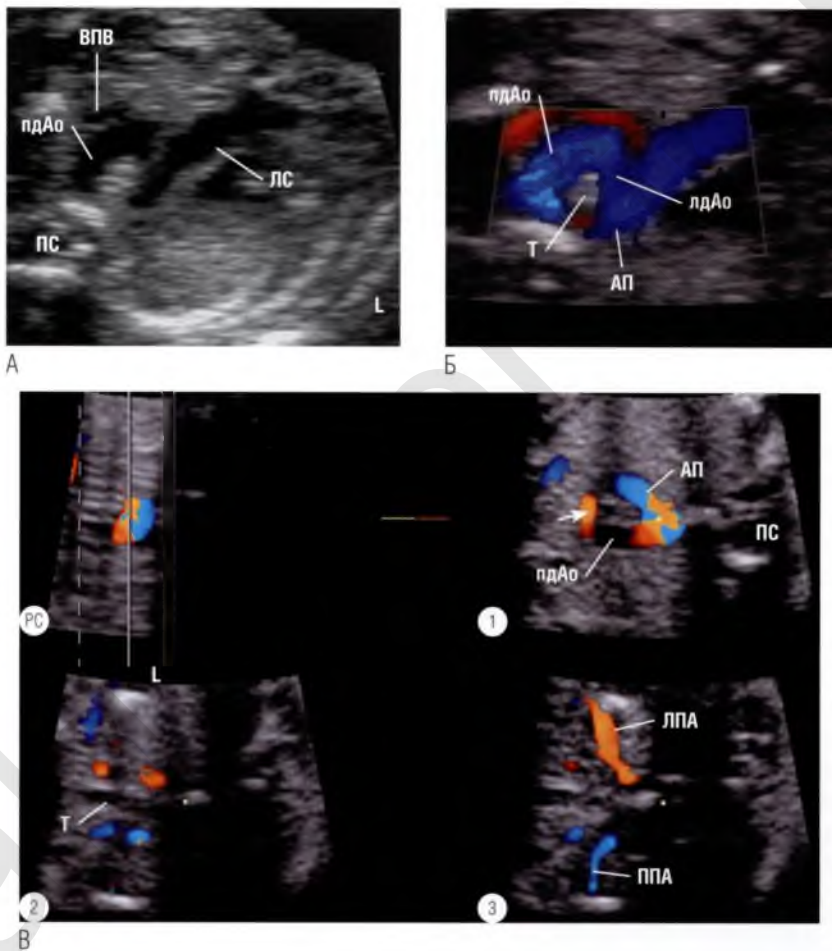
(А) Аорта имеет две дуги. Левая дуга аорты (лдАо) идет клпереди от трахеи (Т), правая дуга аорты (рдАо) огибает трахею справа. (Б) Обе дуги образуют в грудной клетке О-образную сосудистую структуру, которая может сдавливать трахею и пищевод у ребенка в дальнейшем. (В) Серия из трех параллельных томографических ультразвуковых срезов — идеальный инструмент для определения порядка отхождения ветвей от дуги аорты при ее патологии. На срезе ① правая дуга аорты видна на уровне артериального протока (АП). На этом уровне первая ветвь аорты (стрелка) проходит клпереди от трахеи справа налево. Выше от этого уровня ② симметрично отходят по разные стороны от трахеи две пары артерий. При таком варианте отхождения ветвей есть все основания подозревать двойную дугу аорты. Сосуды, расположенные клпереди, являются, скорее всего, левой общей сонной артерией и правой общей сонной артерией, а расположенные клзади — левой подключичной артерией (ЛПА) и правой подключичной артерией (ППА). Более краниальный срез ③ подтверждает, что артерии, расположенные клзади, — левая и правая подключичные артерии. ВПВ — верхняя полая вена; ЛС — легочный ствол; ПС — позвоночный столб; РС — референсный срез.
